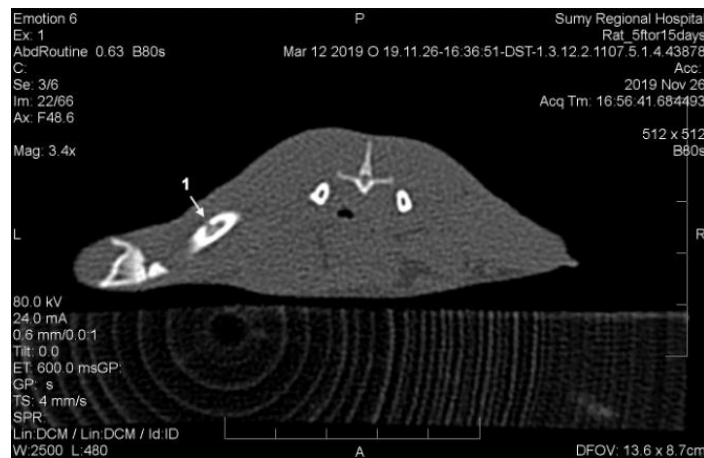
Комп’ютерна томограма лівої стегнової кістки щура на 15-ту добу експерименту в разі введення метотрексату. 1 – дефект кортикального шару лівої стегнової кістки.
